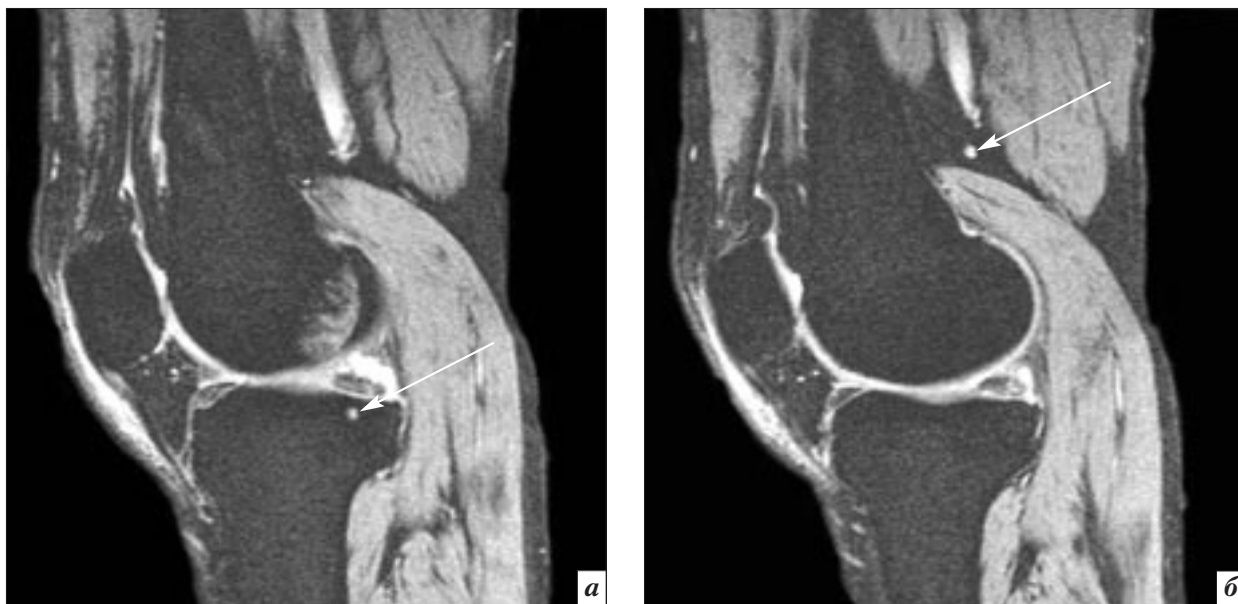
МРТ правого коленного сустава в сагиттальной проекции (Т2-ВИ):
